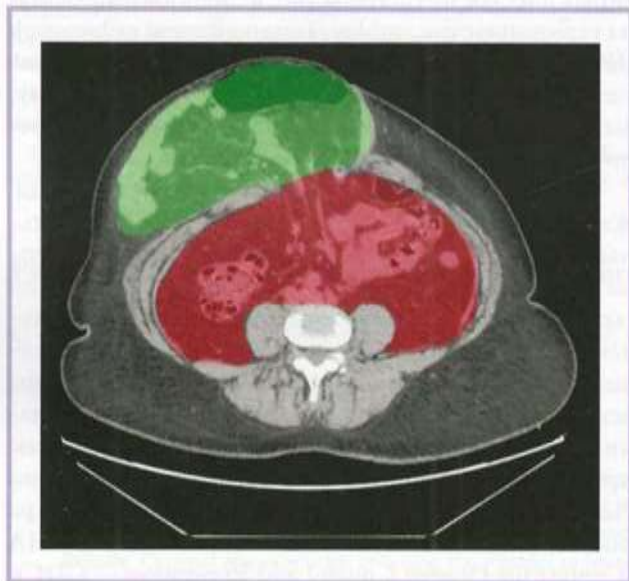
Подготовка к измерению объемов грыжевого мешка (зеленого цвета) и брюшной полости (бурого цвета) на основании результатов мультиспиральной компьютерной томографии органов брюшной полости.
